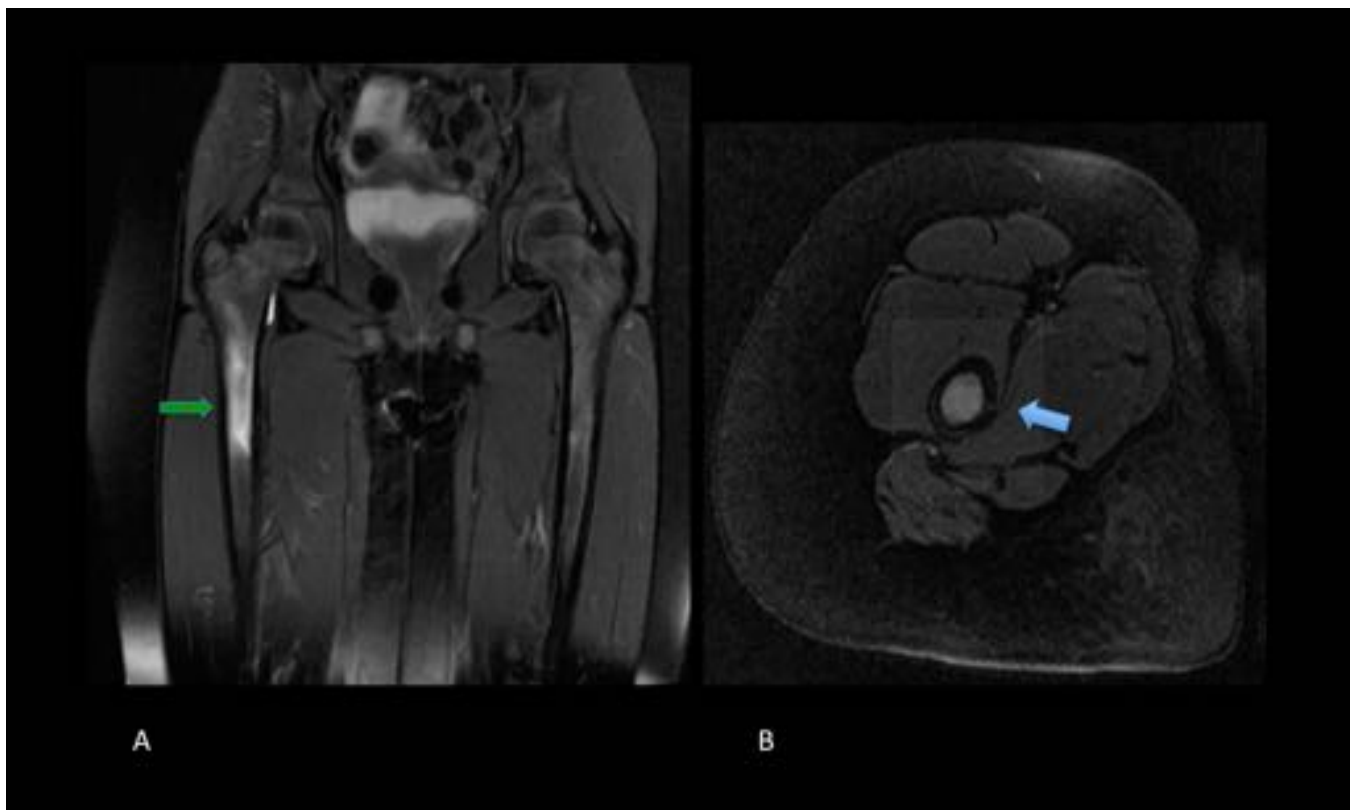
Fractura de estrés. Niña de 5 años con cojera y dolor de cadera dcha de 7 semanas de evolución. Rx de cadera y ecografía normales A. Coronal DP FS: Edema óseo en tercio superior de diáfisis femoral derecha (flecha verde). B. Axial DP FS: Línea hiperintensa en la cortical del borde interno del fémur compatible con pequeña fractura(flecha azul).
